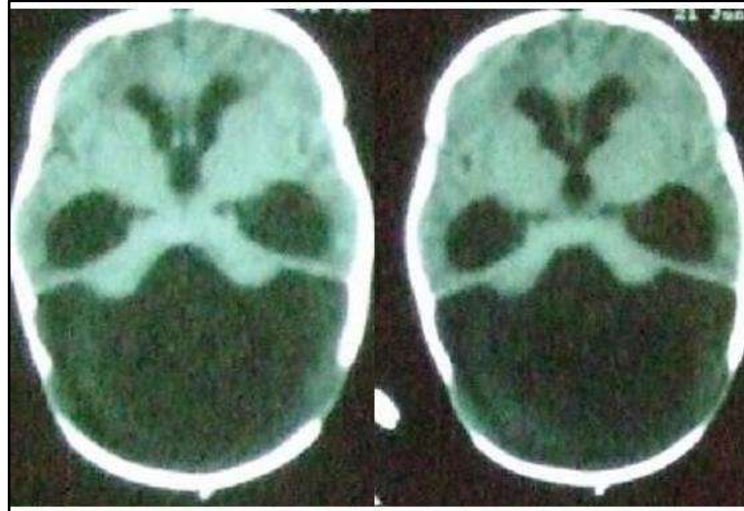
14 : Syndrome de Dandy Walker objectivé par TDM
